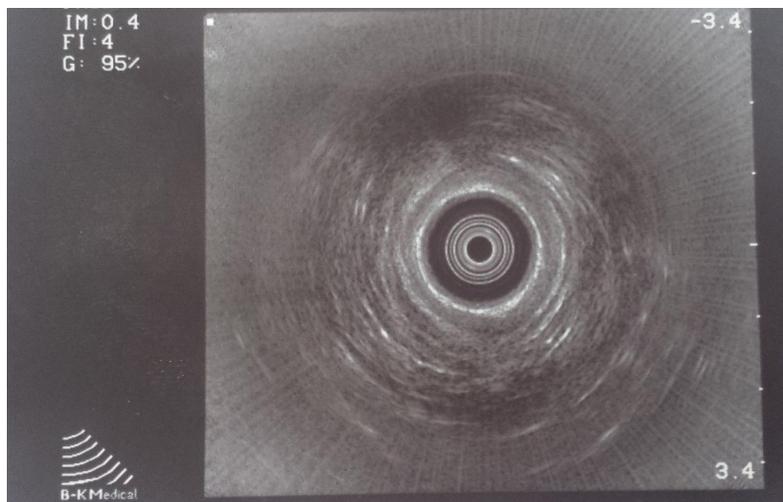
Anal ultrasound findings in patients with a rectovestibular fistula. In the middle channel, the absence of almost the complete internal anal sphincter in all its circumferences and the absence of the anterior quadrant of the external anal sphincter
